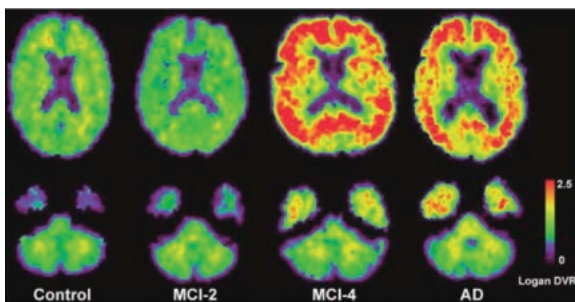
Amyloid imaging probes with PET or SPECT in clinical research
